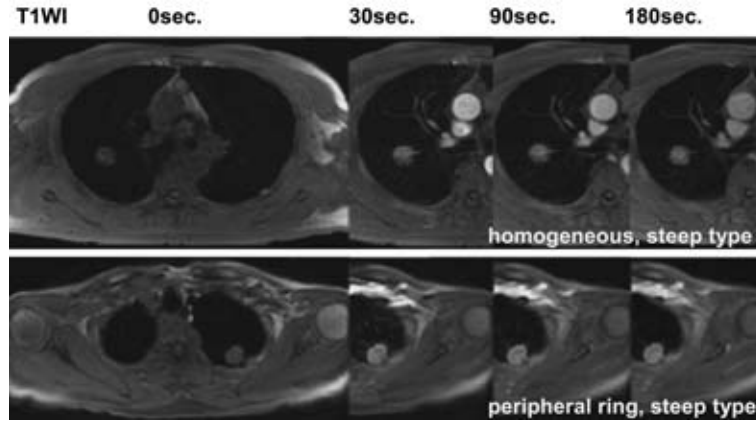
Dynamic MR imaging demonstrates enhancement effects of tumors at each time.
